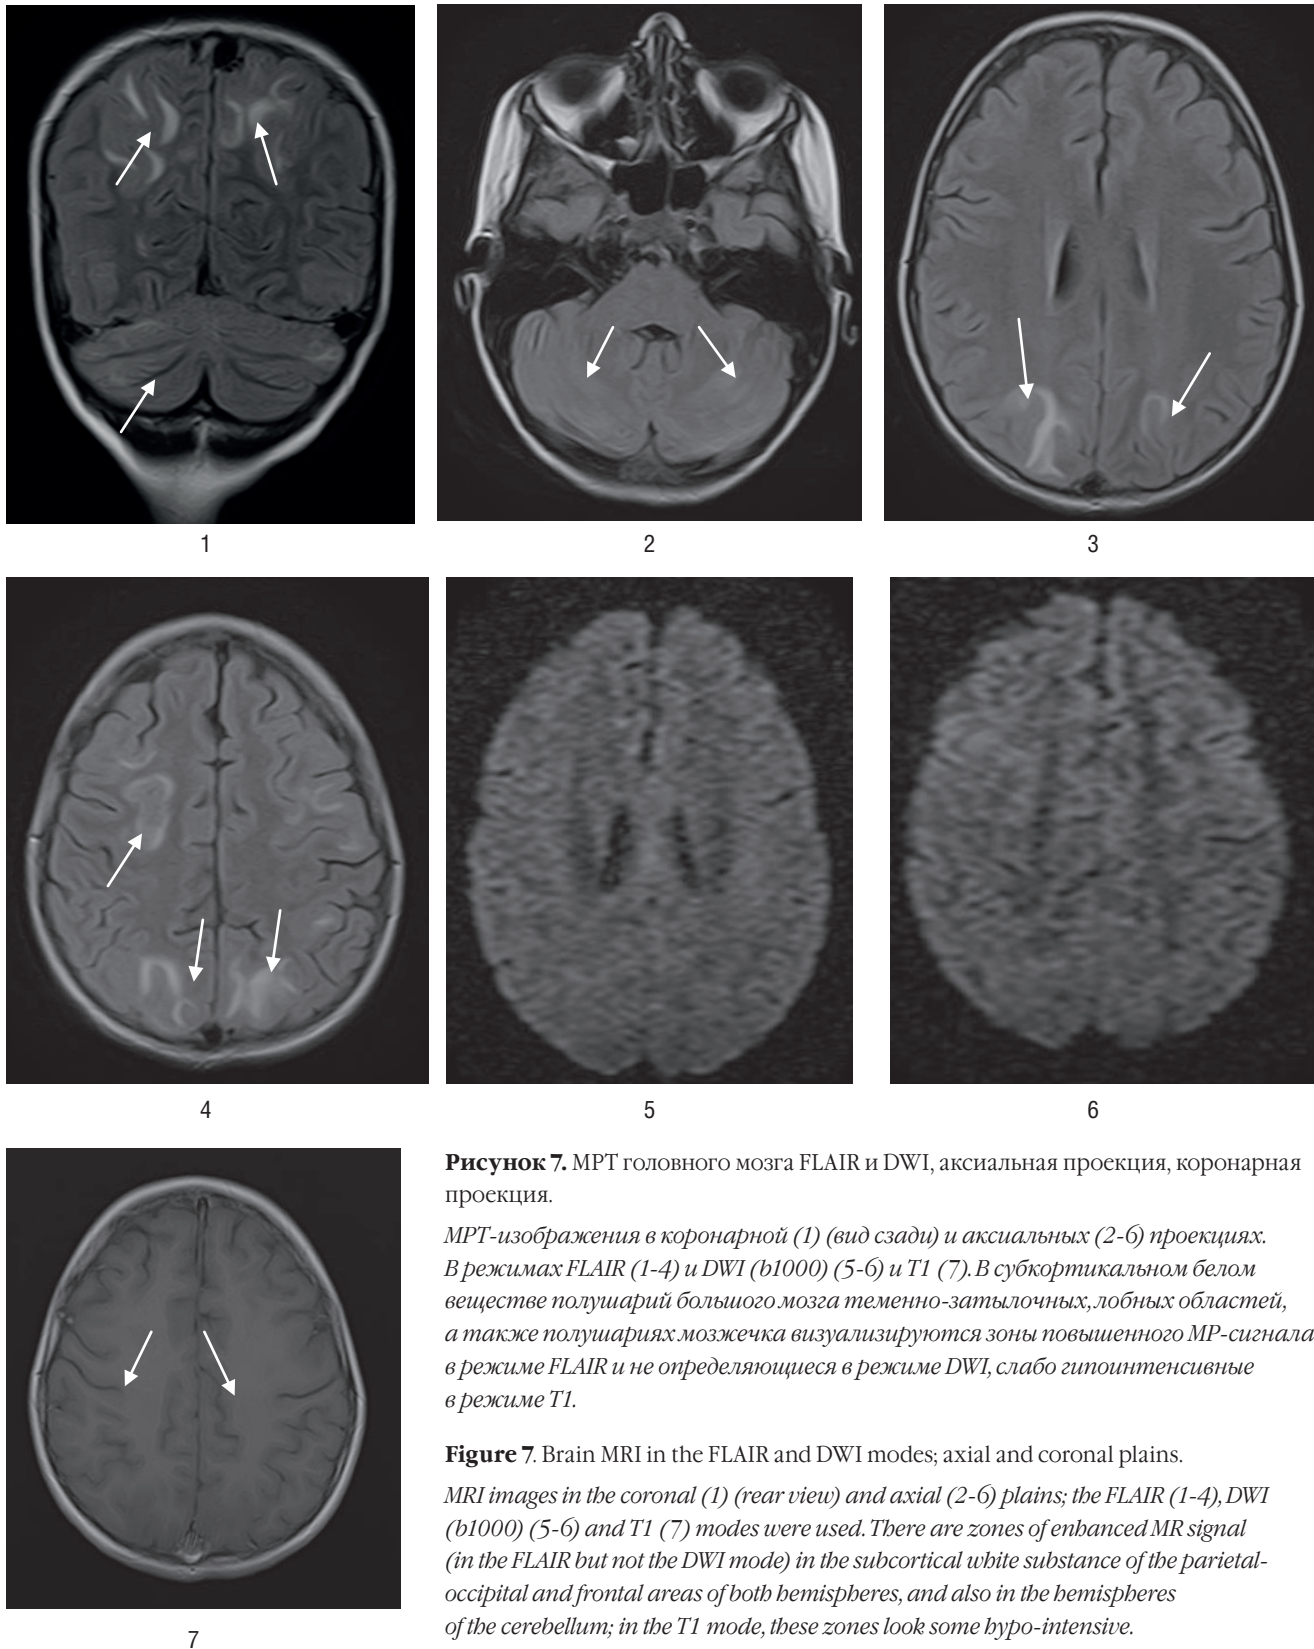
МРТ головного мозга FLAIR и DWI, аксиальная проекция, коронарная проекция.
